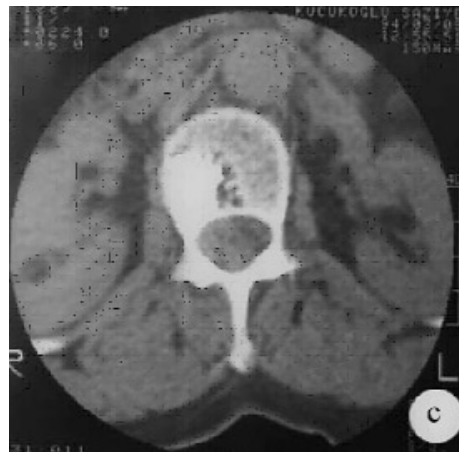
L1 omur cisminde hemanjiom (a) L1 omur cisminde trabeküler kalınlaşma, (b) MRG ile L1 omur cisminde sağ paramedian yerleşimli hiperintens nodüler formasyon
